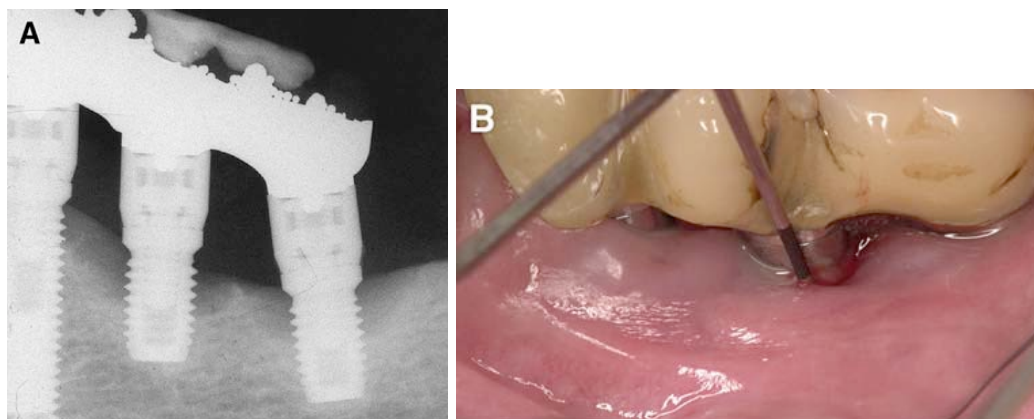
(A) Radiografia de dois implantes com periimplantite, (B) Avaliação periodontal (PS - 8 mm) em um dos implantes com periimplantite. Observe o sangramento e supuração a sondagem. Fonte: (Klinge et al.³ 2005)
